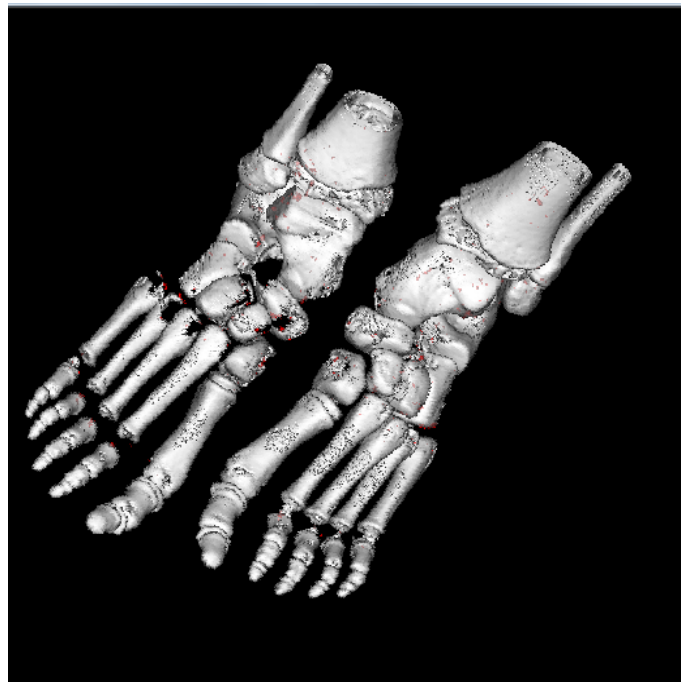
Imagem 3D de reconstrução das imagens de TC com ênfase nos ossos.
